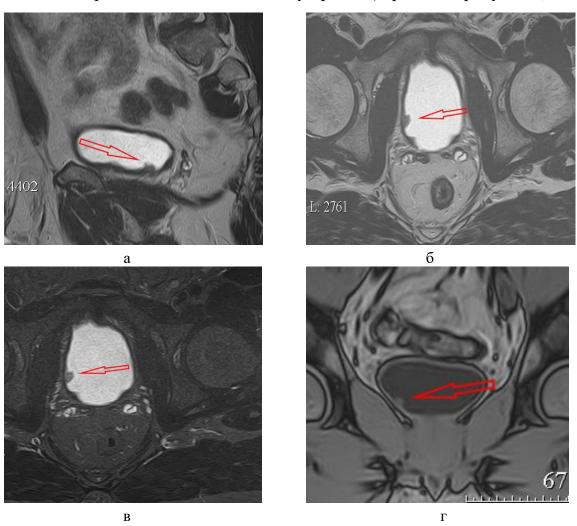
МР-томограммы пациента В., 50 лет, до операции (стрелкой указана опухолевая ткань): а — Т2-ВИ, сагиттальный срез; б — Т2-ВИ, аксиальный срез; в — STIR, аксиальный срез; г — Т1-ВИ с контрастированием, коронарный срез
